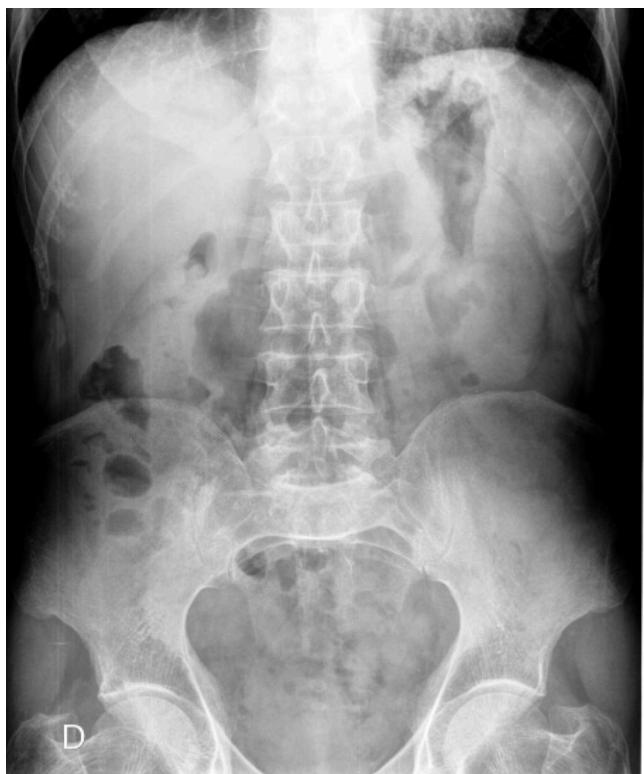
Radiografía simple de abdomen tras el tratamiento con celulasa. El área gástrica se halla aireada y sin contenido sólido.
